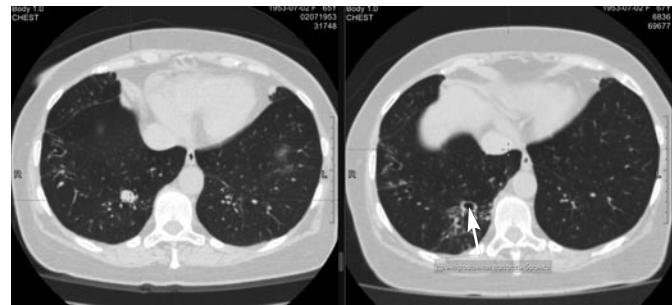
СКТ ОГК 2018 и 2020 гг. Указаны размеры псевдополостей.
